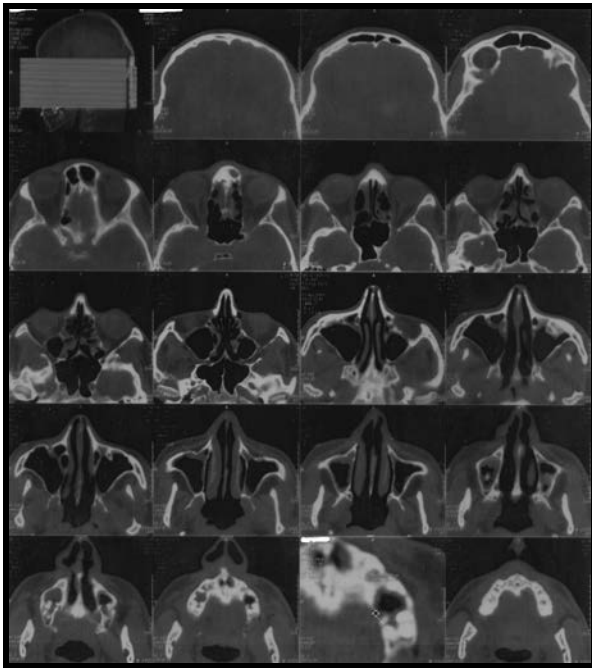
КТ носа и околоносовых пазух – аксиальная проекция
